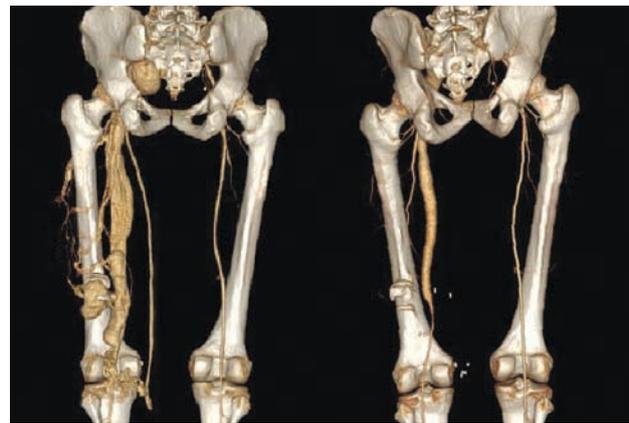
Компьютерно-томографическая ангиография нижних конечностей до (слева) и после (справа) хирургического разобщения артериовенозного соустья, VRT, вид сзади Fig. 3. CT-angiography of lower extremities before (left image) and after (right image) surgical separation of arterio-venous fistula, VRT (posterior projection)
